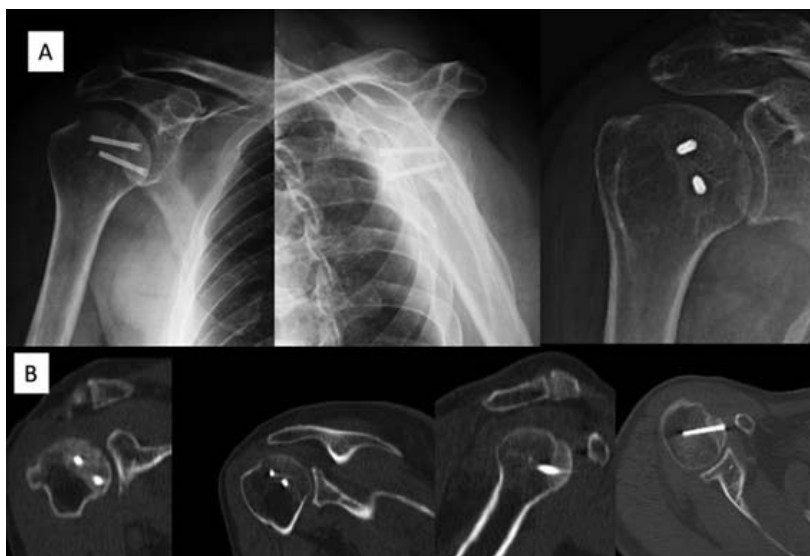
A. Control radiológico y B. Control por TC a los 11 meses de evolución, se observa buena esfericidad y no se observa osteólisis ni desplazamiento secundario de la osteosíntesis.
